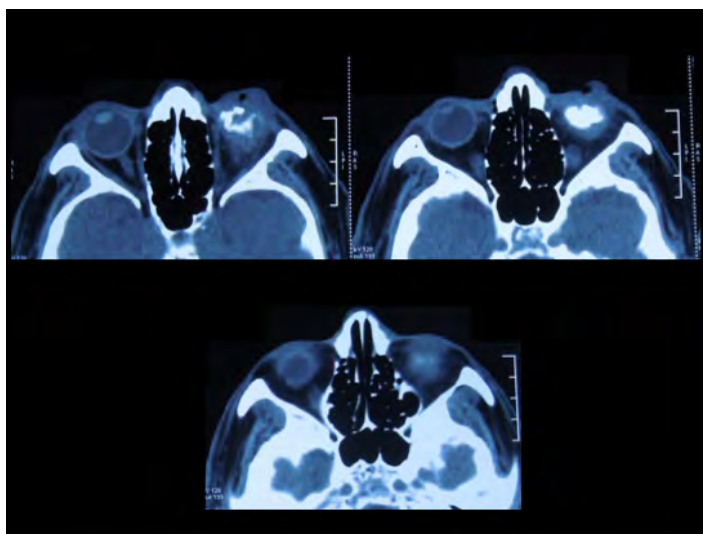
Tomografía axial computarizada de órbitas, corte axial.
